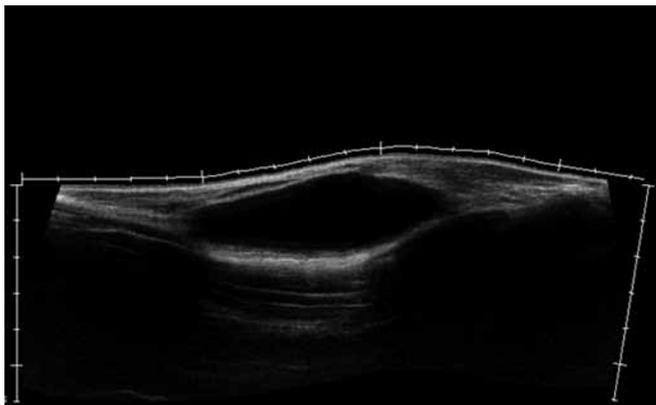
Ecografía. Masa quística anecoica localizada en el tejido subcutáneo del brazo derecho con refuerzo acústico posterior.
